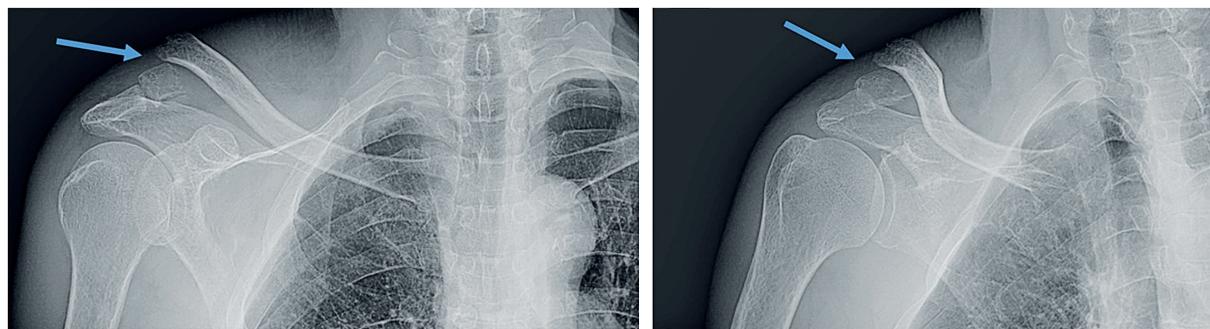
Radiografía anteroposterior del hombro derecho. La flecha señala la fractura de tercio distal de la clavícula derecha desplazada.
